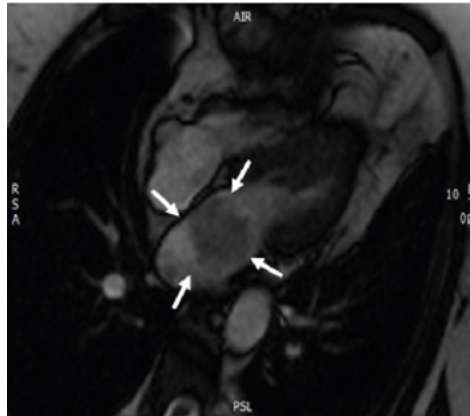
Ressonância magnética de coração, quatro câmaras. Presença de massa atrial esquerda, com implantação na região da fossa oval, que se projeta através da valva mitral, medindo cerca de 4,2 cm no seu maior eixo. Mostra elevado sinal em T1 e T2, perfusão heterogênea e realce tardio, com áreas centrais de baixo sinal.
